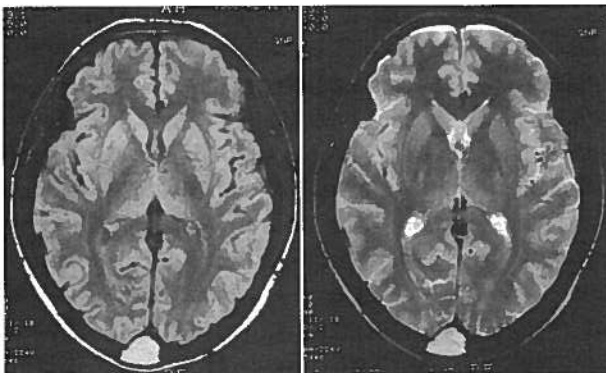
RMN, DP/T2, cortes axiais. A lesão intradiploica manifesta-se também com hipersinal nesta ponderação.
